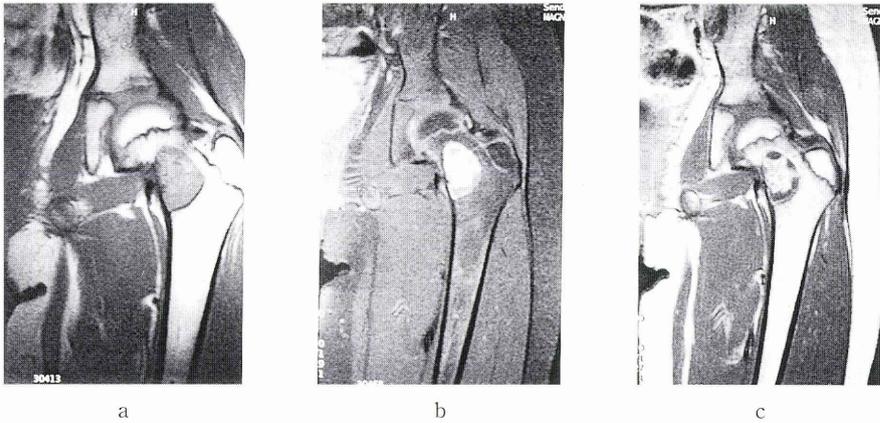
MRI a) T1 強調像：大腿骨頸部から転子部での軽度高信号領域 b) T2 強調像：大腿骨頸部から転子部での高信号領域 c) T1 強調造影像：病変部に一致した多胞性の造影像
